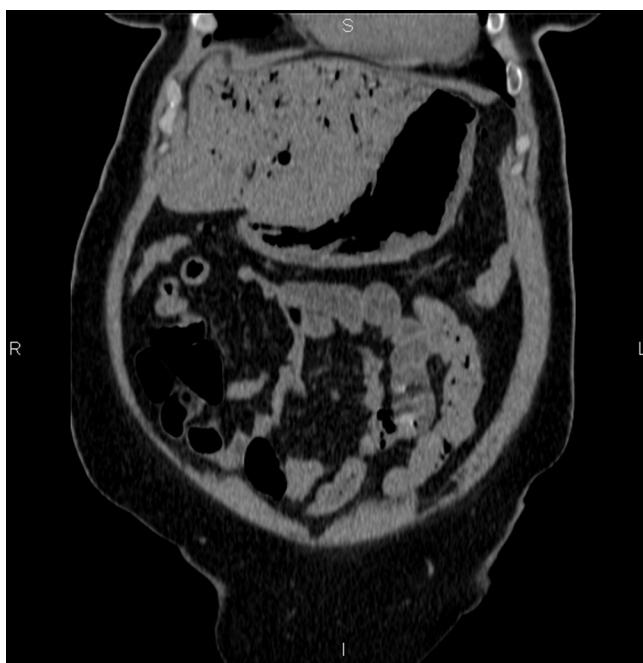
TAC abdominal sin contraste. Reconstrucción coronal: gastritis enfisematoso y en sistema portal.
